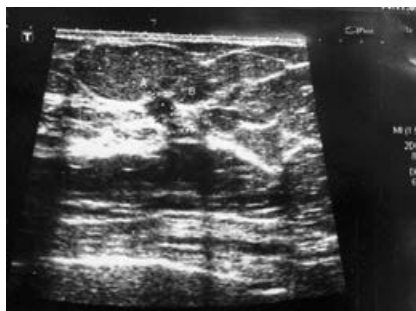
УЗИ-картина олеогранулемы молочной железы.
